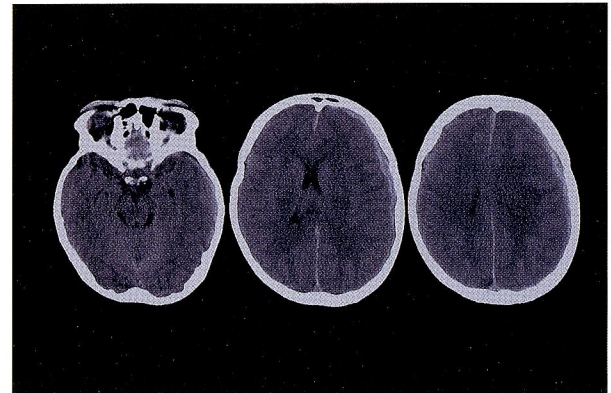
Case 2: CT scan showing a left acute subdural hematoma.
